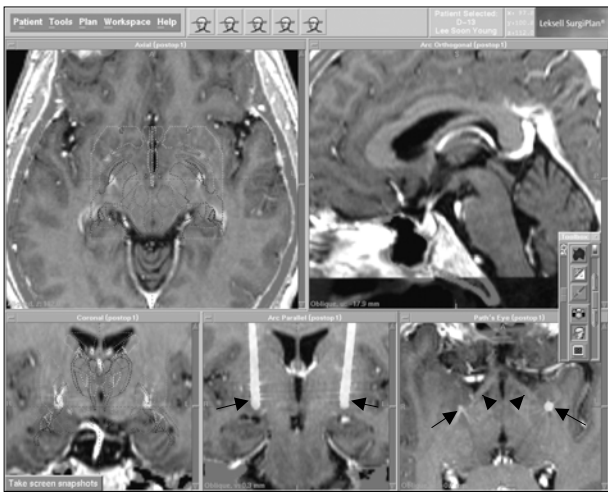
Postoperative CT-MR fusion image shows DBS electrode in posterovenral aspect of GPI. DBS electrode tips (arrow) are well positioned and just above the optic tract (arrow head).
